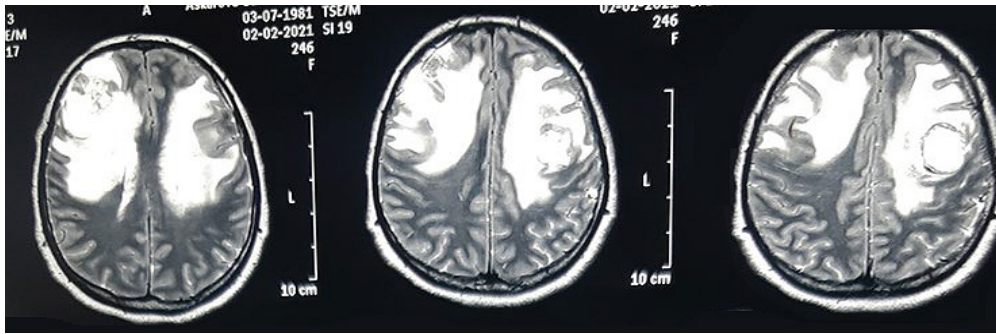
Magnetic resonance imaging of the brain (T2/FLAIR), showing peritumoural oedema around the glial tumour
